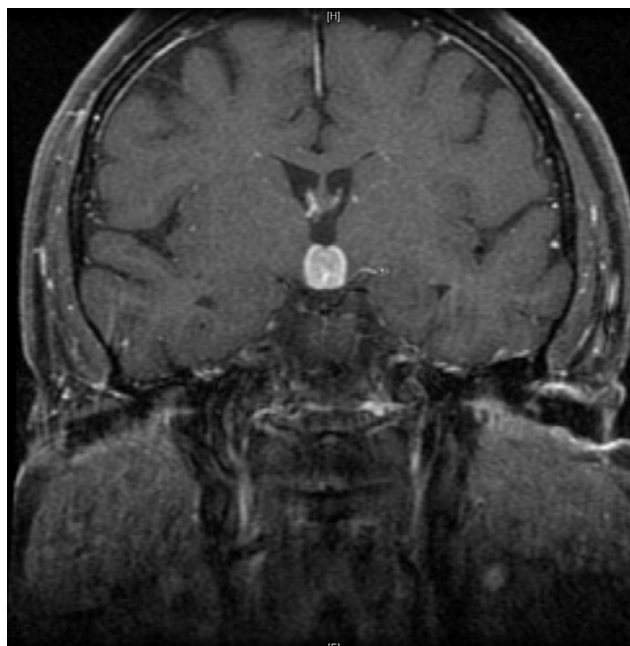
Resonancia magnética nuclear cráneo potenciada en T1 con contraste. Se aprecian 2 lesiones intraaxiales bien definidas: una a nivel de cuerpos mamilares e hipotálamo y otra a nivel del pedúnculo cerebeloso medio izquierdo.
